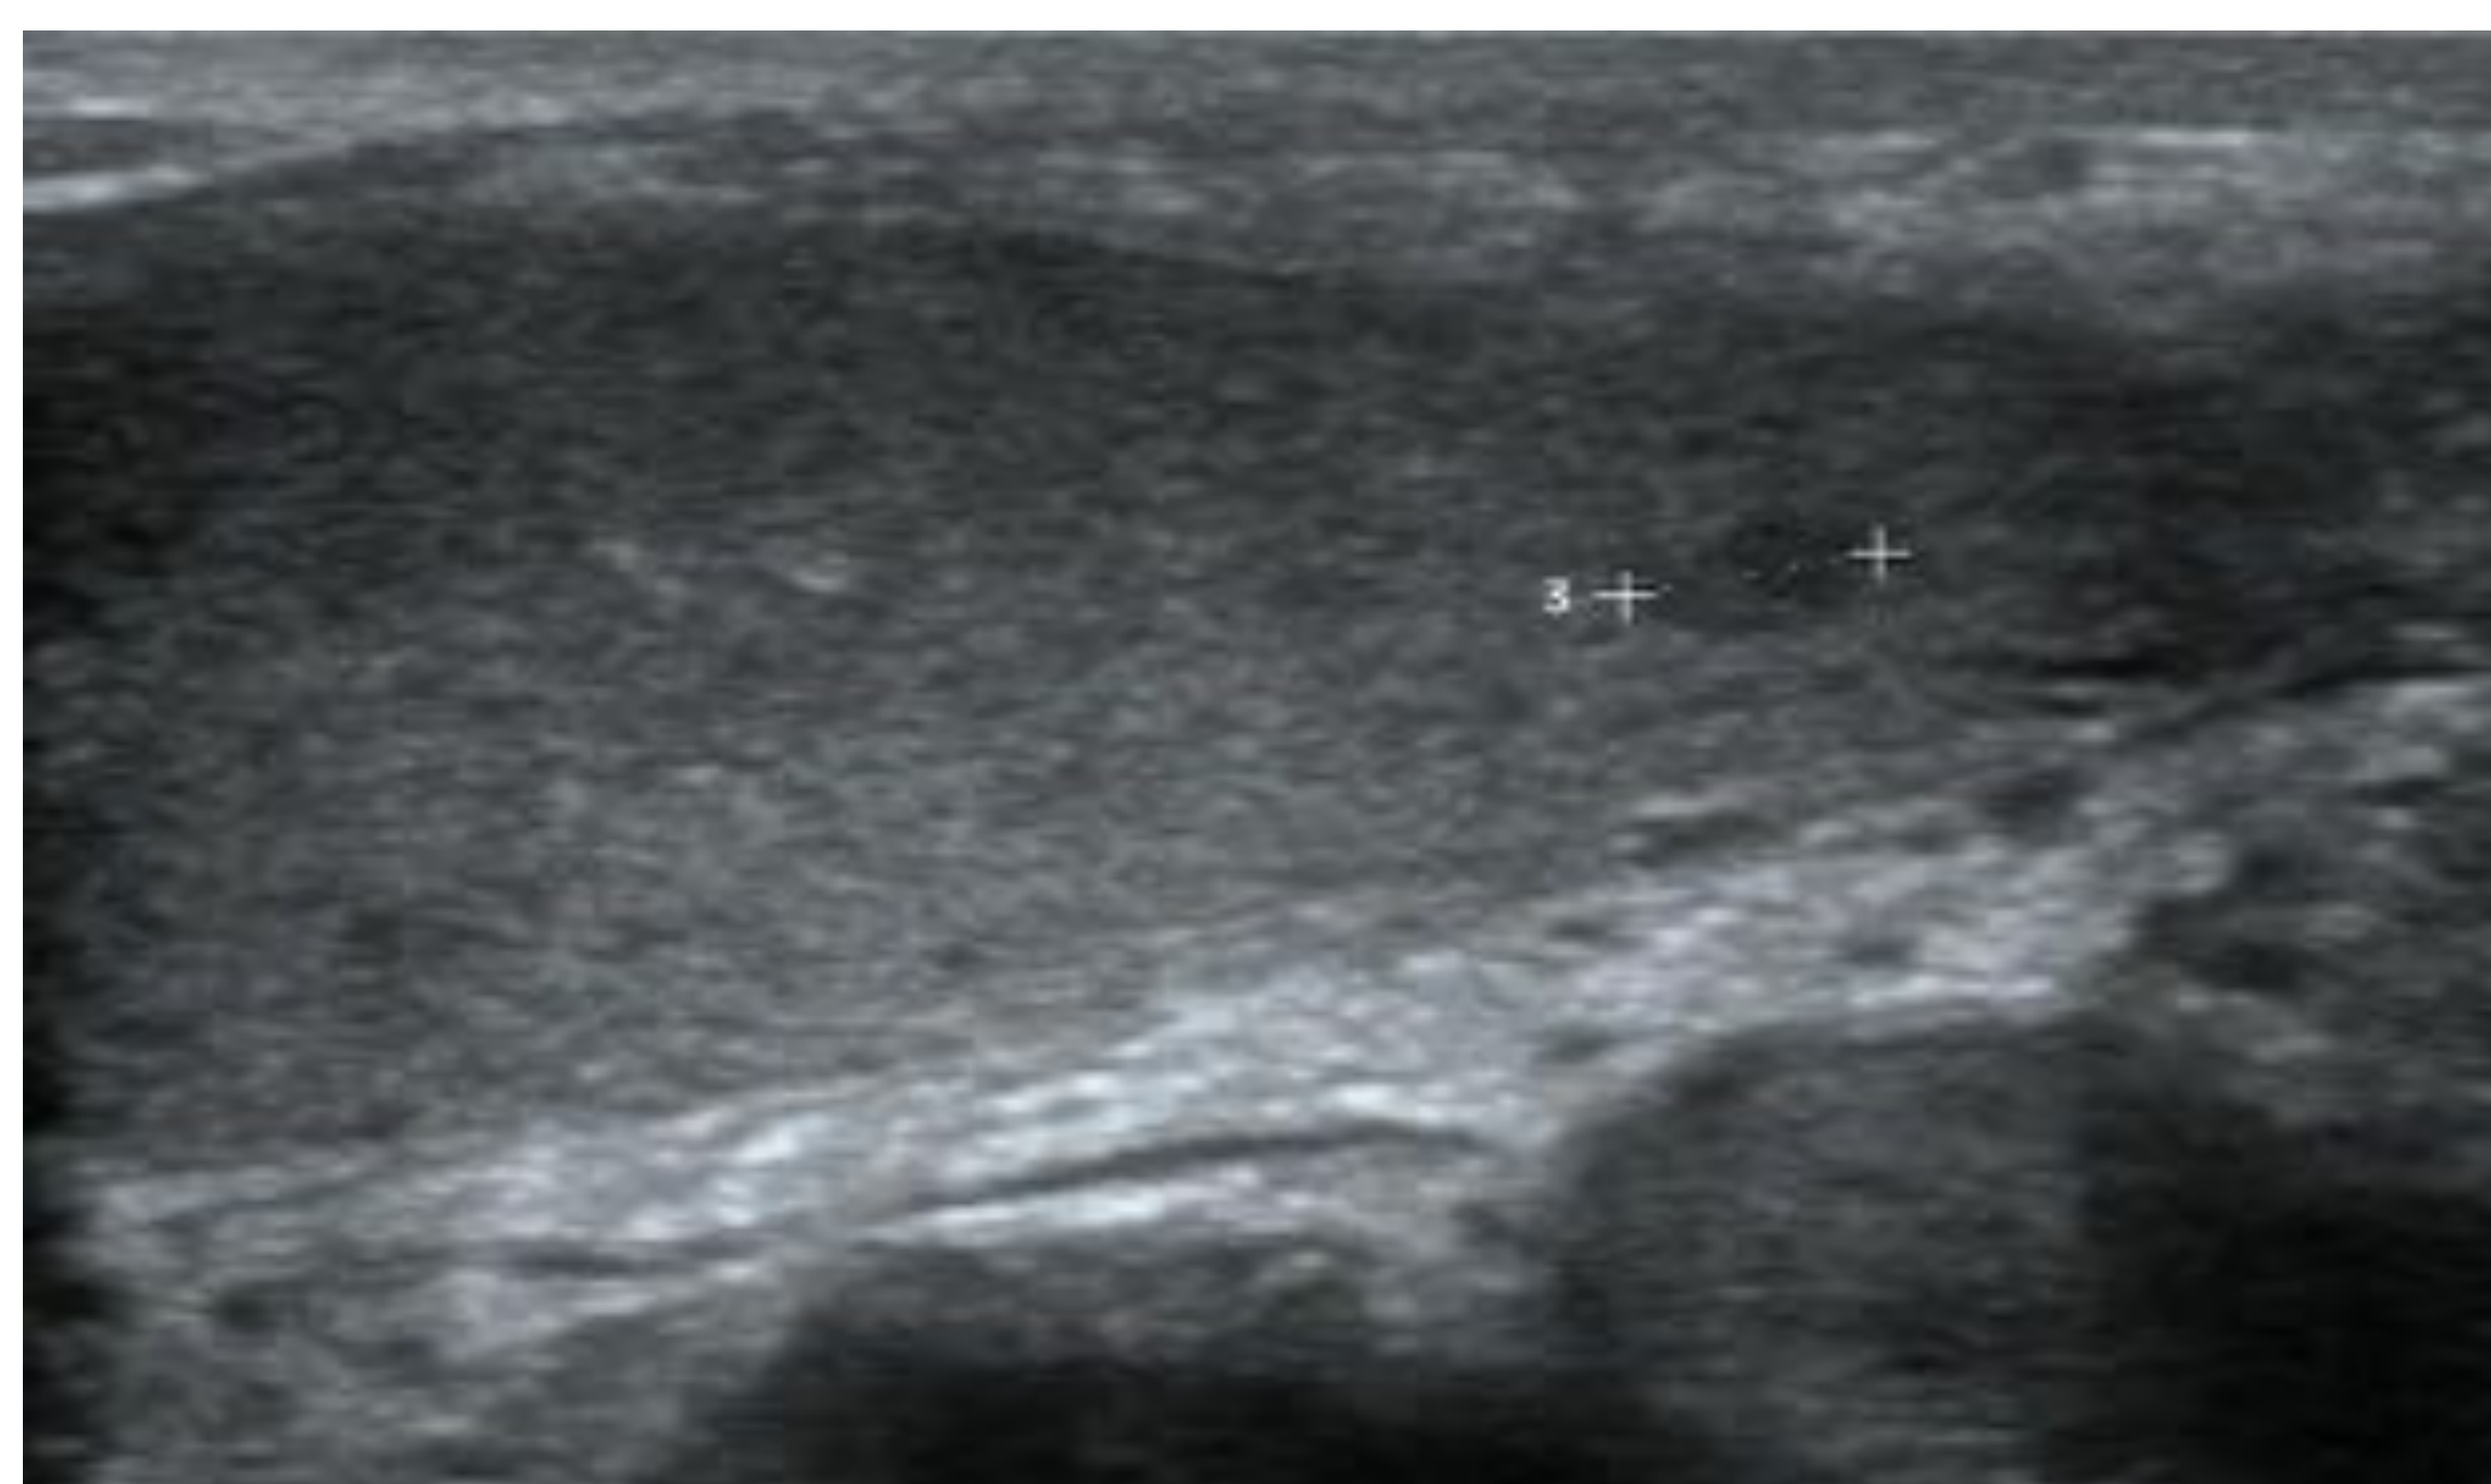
Lesión focal intratesticular milimétrica de aspecto sólido, vascularizada en el estudio Doppler. Resultó inespecífica dada la negatividad de marcadores tumorales y la ausencia de crecimiento en sucesivos controles.
